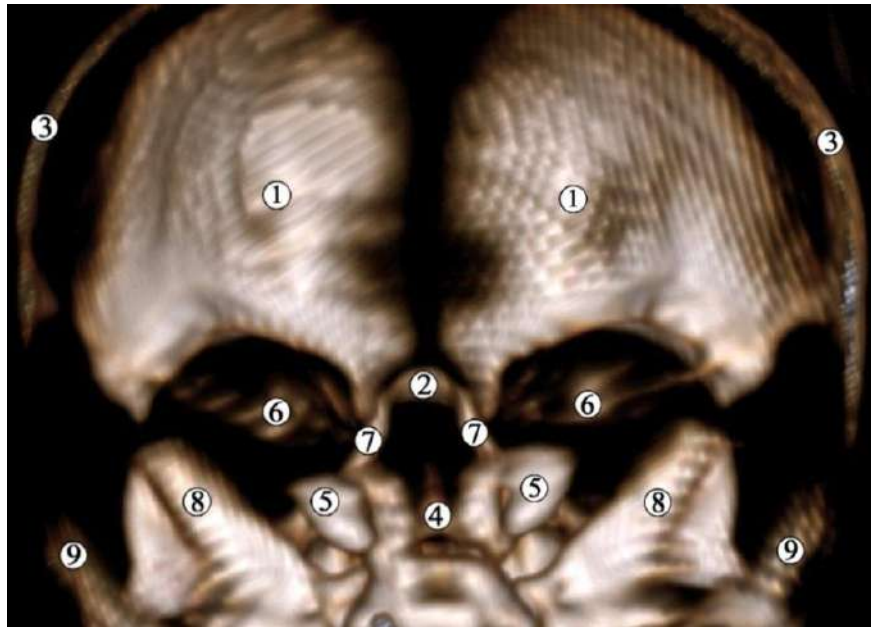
3D КТ голови 4-місячного плода людини. Задня проекція. Зб. х2,5:
